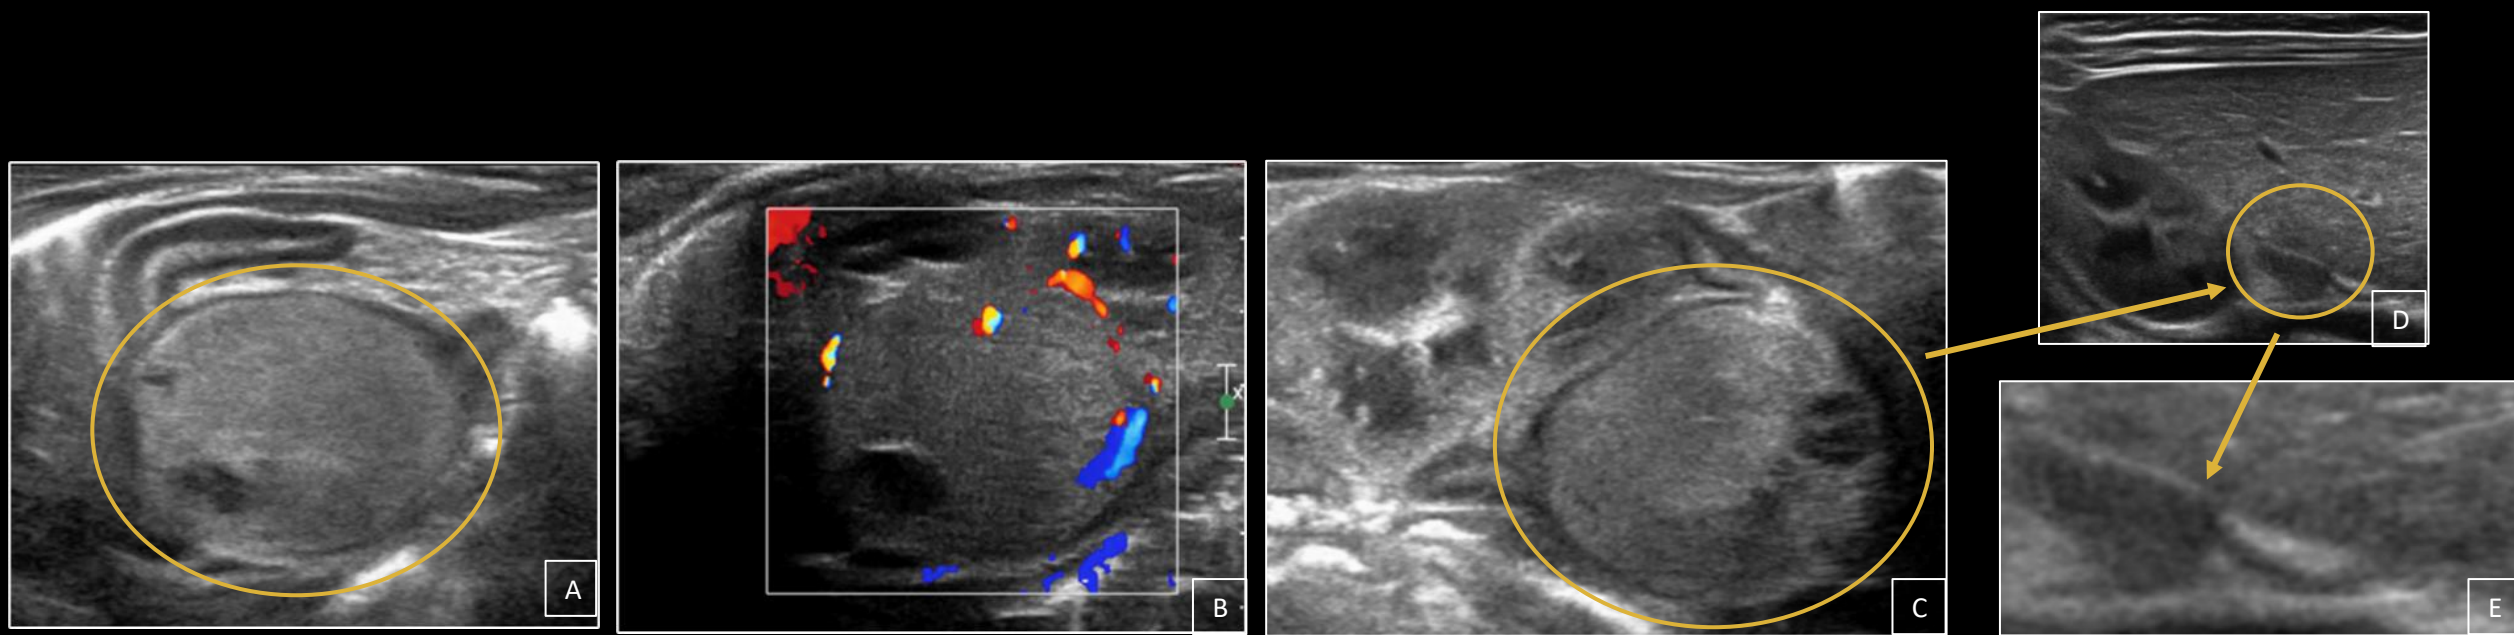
(A, B, C, D e E) - Recém-nascido a termo do sexo masculino. (A-C) Ultrassonografia abdominal mostrou massa hiperecogênica na glândula adrenal direita com pequenas áreas císticas de permeio e pequeno fluxo vascular ao Doppler colorido (B). A massa já estava presente na ultrassonografia fetal. Observe que a massa se origina da medula adrenal hiperecogênica, circundada por uma fina camada cortical hipocogênica (círculos amarelos em A e C). Houve redução significativa de suas dimensões em 4 meses (D e E).
